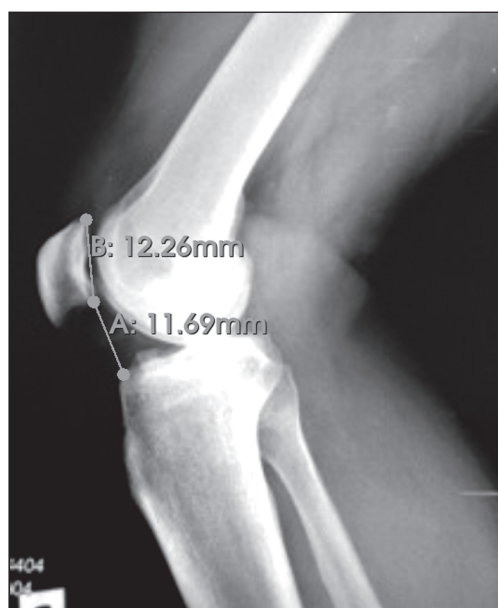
Рентгенограма правого колінного суглоба хворого Л., 43 роки. Морфотип II колінного суглоба. Індекс Caton-Deschamps — $A : B = 11,69 : 12,26 = 0,95$, що свідчить про нормальне положення надколінка
